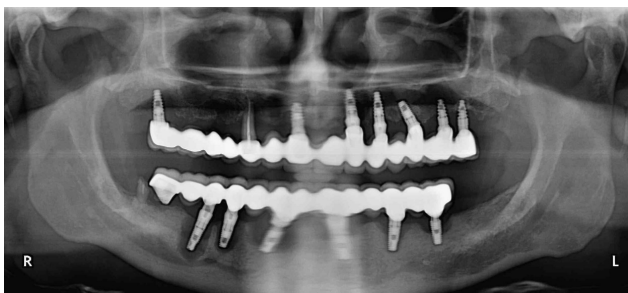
Ортопантограмне рентгенівське зображення пацієнта із наявною дезінтеграцією внутрішньокісткових титанових дентальних імплантатів
